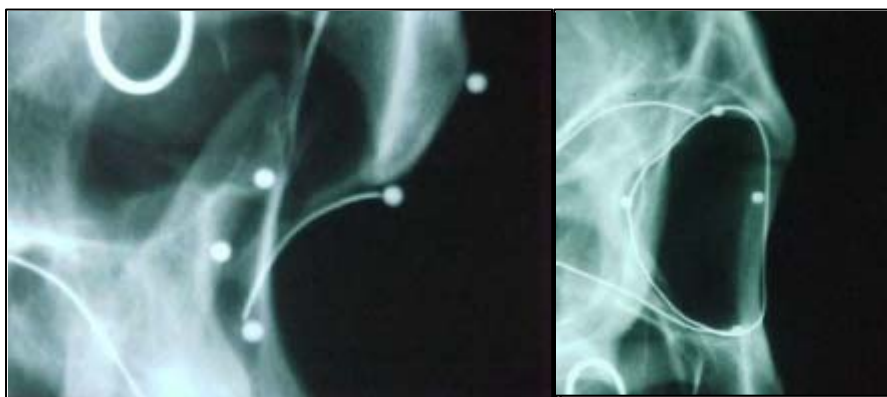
Telerradiografia em norma de 45 graus com marcadores posicionados em crânio seco.
